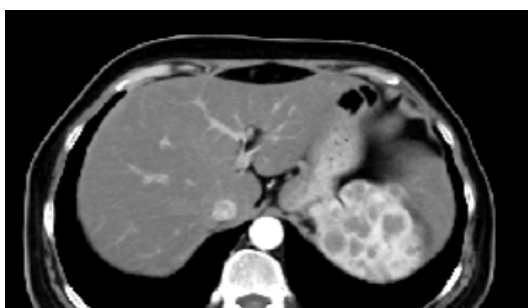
CT增强动脉期显示部分团块内边缘及分隔轻度强化
